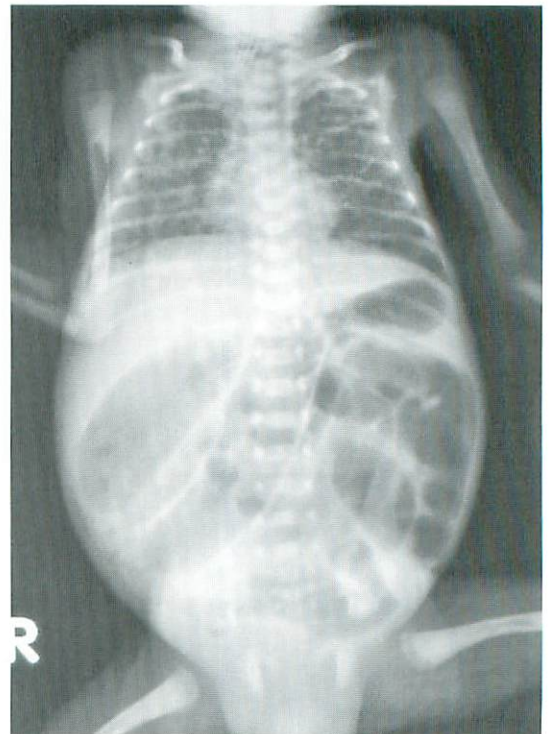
A plain X-ray film shows intestine locally dilated by gas in a 15-day-old boy with respiratory distress, suggesting necrotizing enterocolitis.
